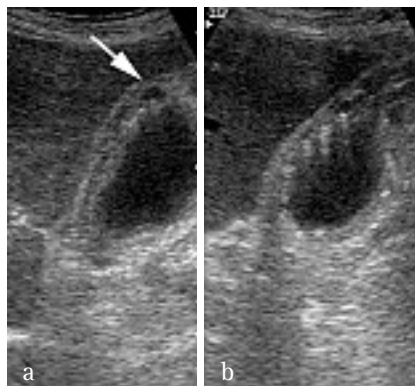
Forme diffuse d'adénomyomatose : aspect échographique. Coupes longitudinales montrant un épaississement diffus avec aspect strié de la paroi vésiculaire. a) Une formation kystique correspondant à un sinus de Rokitansky-Aschoff est visible au sein de la paroi flèche. Multiples artefacts en queue de comète issus de la paroi épaissie (b)
